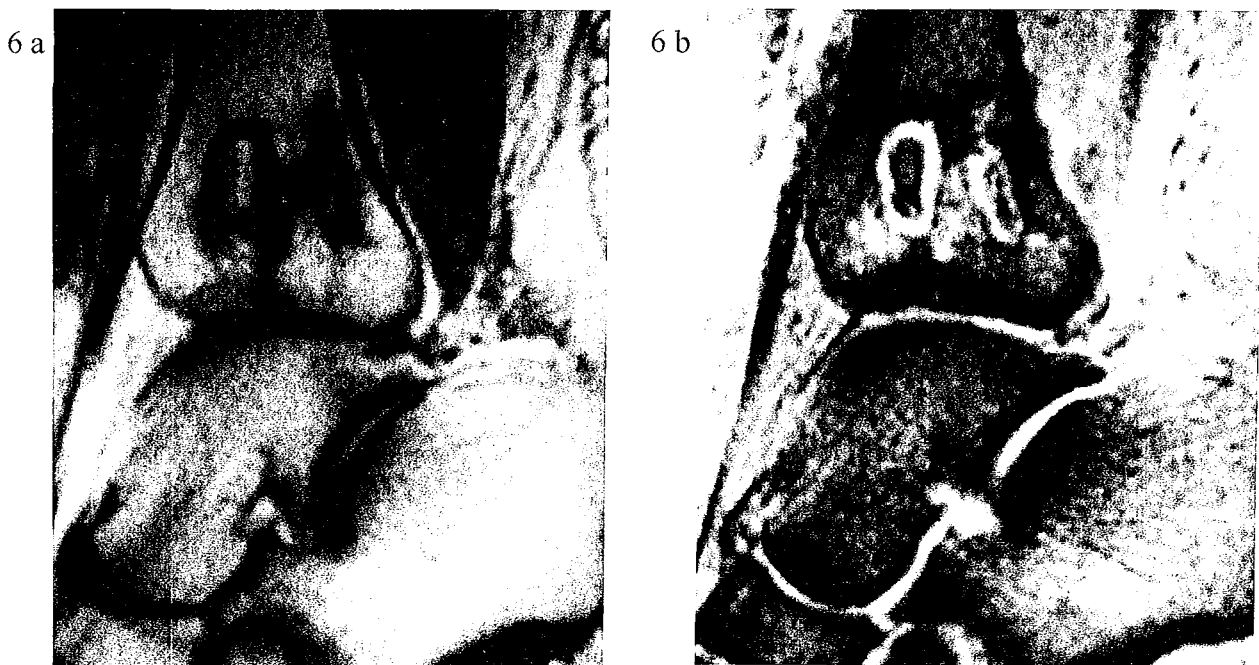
Infarctus osseux métaphysaires de l'extrémité distale du tibia. Aspect IRM, en séquence pondérée en T1 (Fig. 6 a) et T2 (Fig. 6 b).
